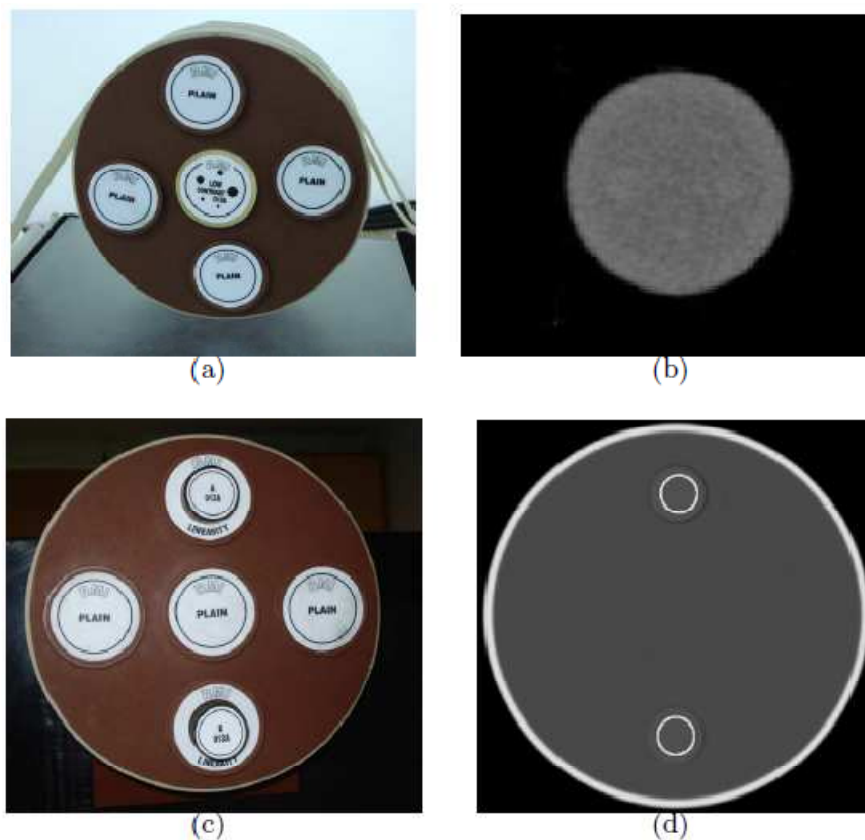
Resolución a bajo contraste: (a) Inserto “LOW CONTRAST DETECTABILITY”, colocado en la cavidad central del maniquí RMI región cabeza (b) Imagen TC del inserto “LOW CONTRAST DETECTABILITY”, la mejor resolución de contraste es poder distinguir los diferentes densidades del inserto. (c) Insertos resina A y resina B, colocados en la cavidades superiores e inferiores del maniquí (d) Imagen TC de los insertos resina A y B se mide el número TC dentro de cada resina para calcular el porcentaje de contraste.[9]
